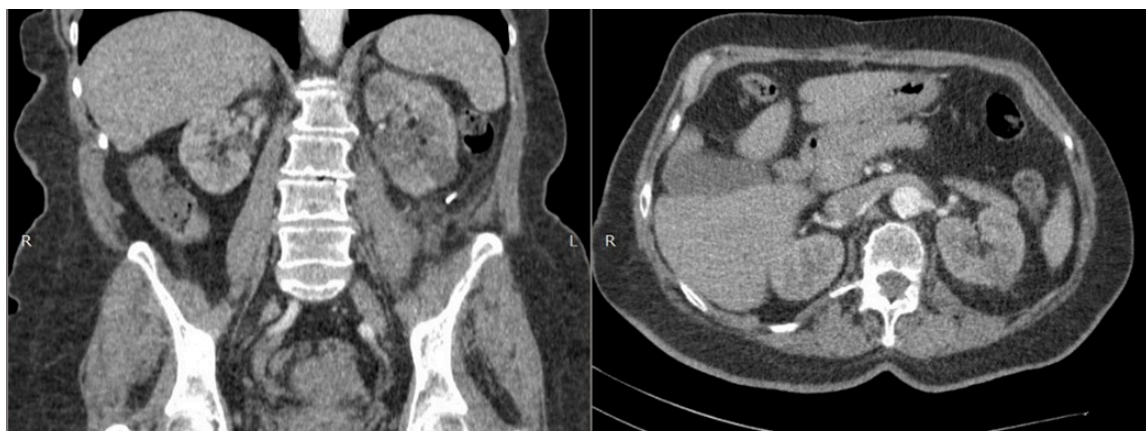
Tomografía computada cortes coronal y axial a los 3 meses del acto quirúrgico, donde se evidencia ausencia de enfermedad residual, y se destaca la conservación renal gracias al abordaje multidisciplinario
